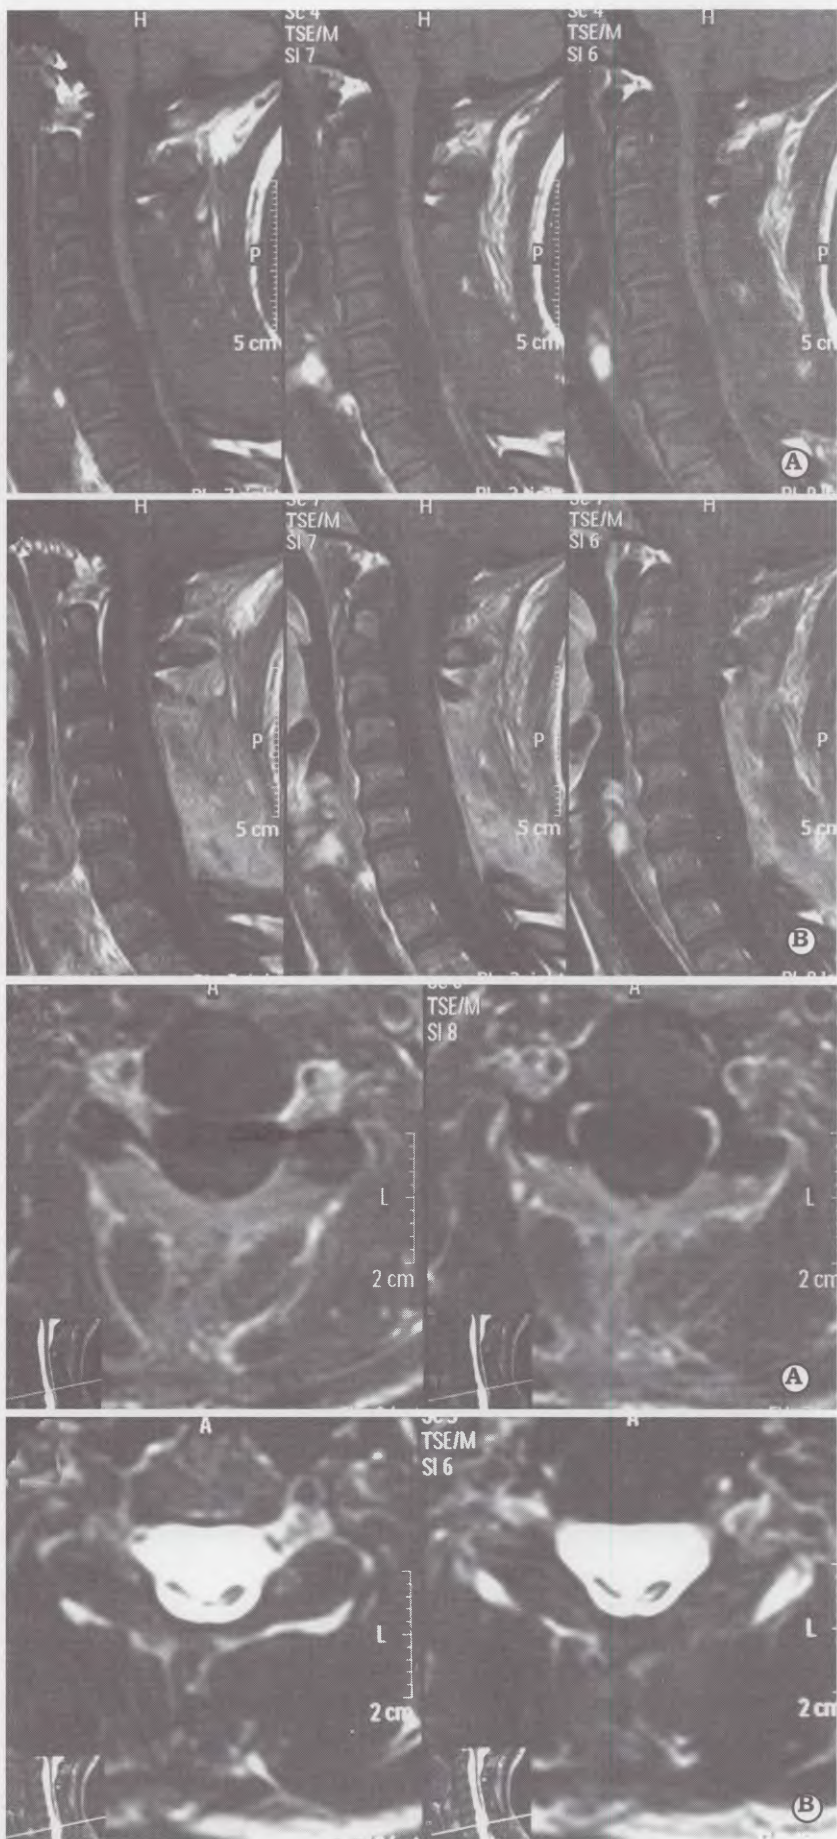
IRM postoperatoria, corte sagital. A. T1 sin contraste. B. T1 con contraste.
